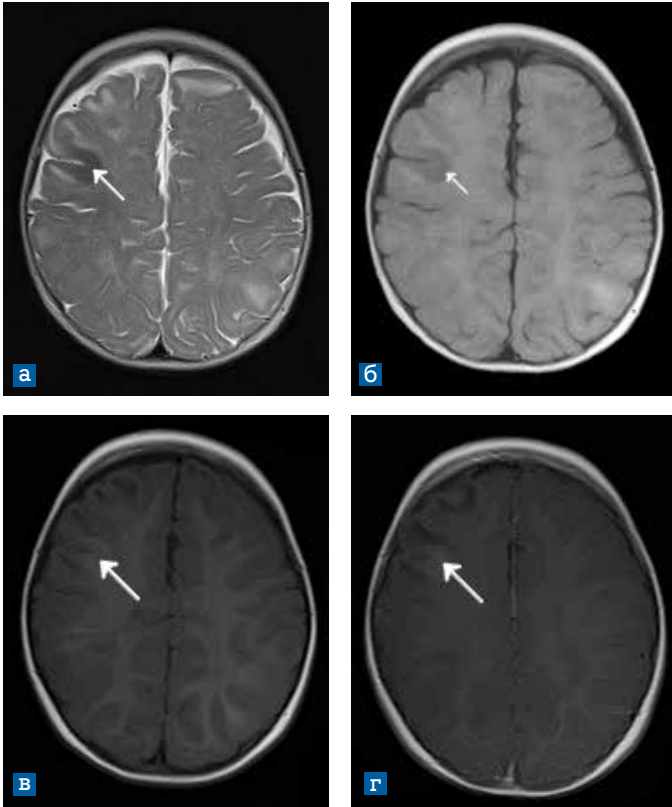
МРТ ребенка в возрасте 10-х месяцев, аксиальные срезы. а) T2-взвешенное изображение; б) FLAIR изображение; в) T1-взвешенное изображение, г) постконтрастное T1-взвешенное изображение. Гипоинтенсивный тубер (стрелка) на T2ВИ, FLAIR, изоинтенсивный на T1ВИ
